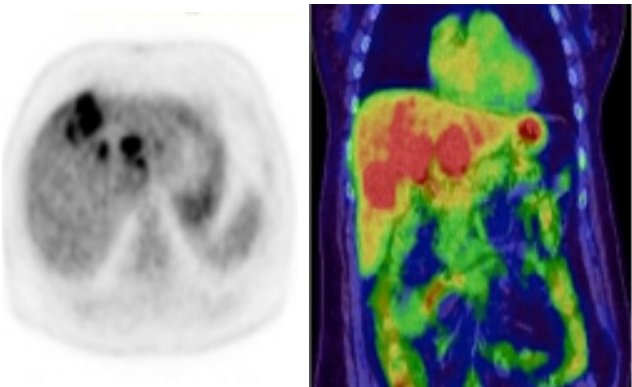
ПЭТ-грамма местно-распространенного ГЦР.
